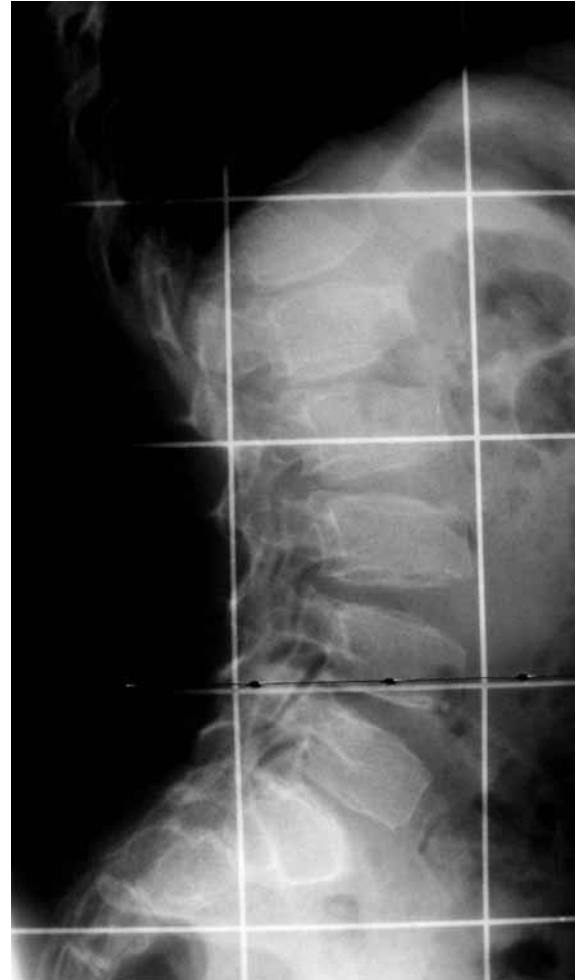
Röntgenaufnahme der seitlichen Wirbelsäule mit charakteristischen Veränderungen der Wirbelkörper mit Keilform nach ventral und Buckelbildung (sog. „humps“) im dorsalen Bereich der Wirbelkörper
